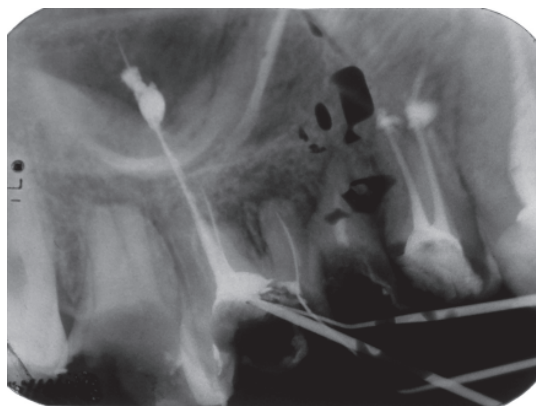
Прицельная рентгенограмма больной Г. Пломбировочный материал выведен за верхушку 26-го зуба в гайморову пазуху и за верхушку 27-го зуба
